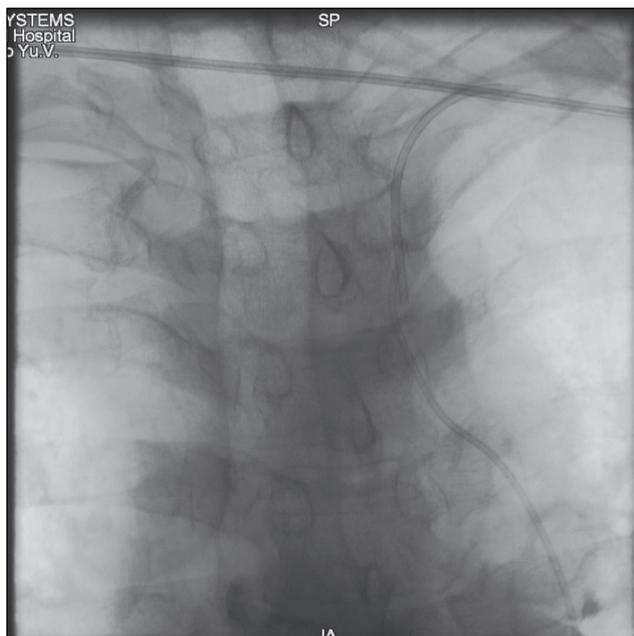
Интраоперационный рентгеноскопический снимок (прямая проекция): катетер, заведенный трансрадиально, удалось провести до уровня проксимальной культи субинтимально
